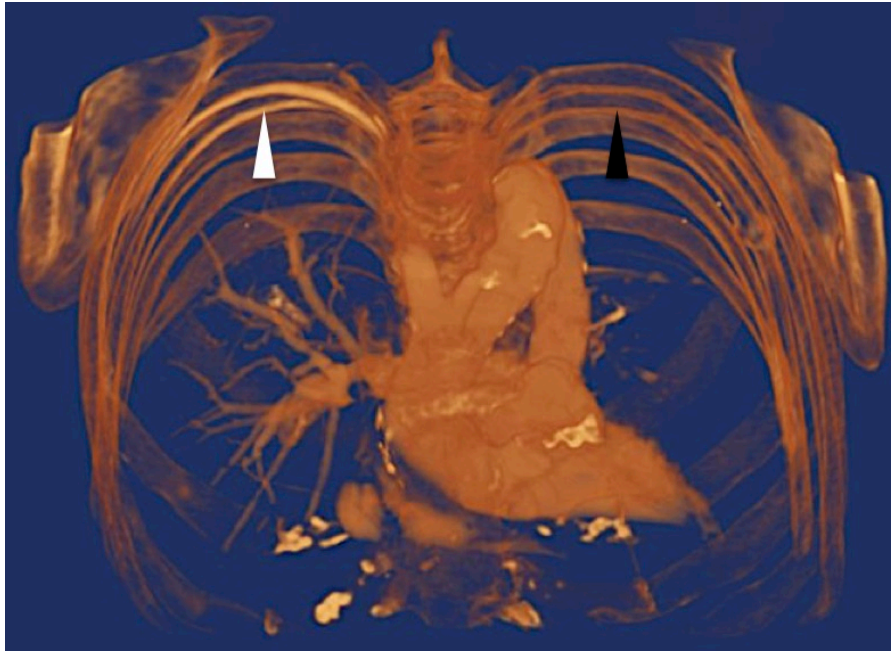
Übersichtsmodell des zuvor konvertierten Datensatzes der Kontrastmittel-CT einer 83-jährigen Thiel-fixierten Körperspenderin. Die Aa. intercostales posteriores sind rechtsseitig (weißer Pfeil) durch den hohen Röntgenkontrast bereits in der Übersicht angedeutet, wohingegen linksseitig kaum ein Kontrast zu erkennen ist (schwarzer Pfeil).
